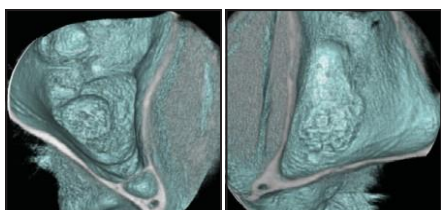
挙上した上顎洞底の 3 次元 CBCT 像。(a)1 歯欠損部を挙上した上顎洞底はドーム状を呈している。(症例 11) (b) 2 歯欠損部は丘上に盛り上がっている(症例 8)
